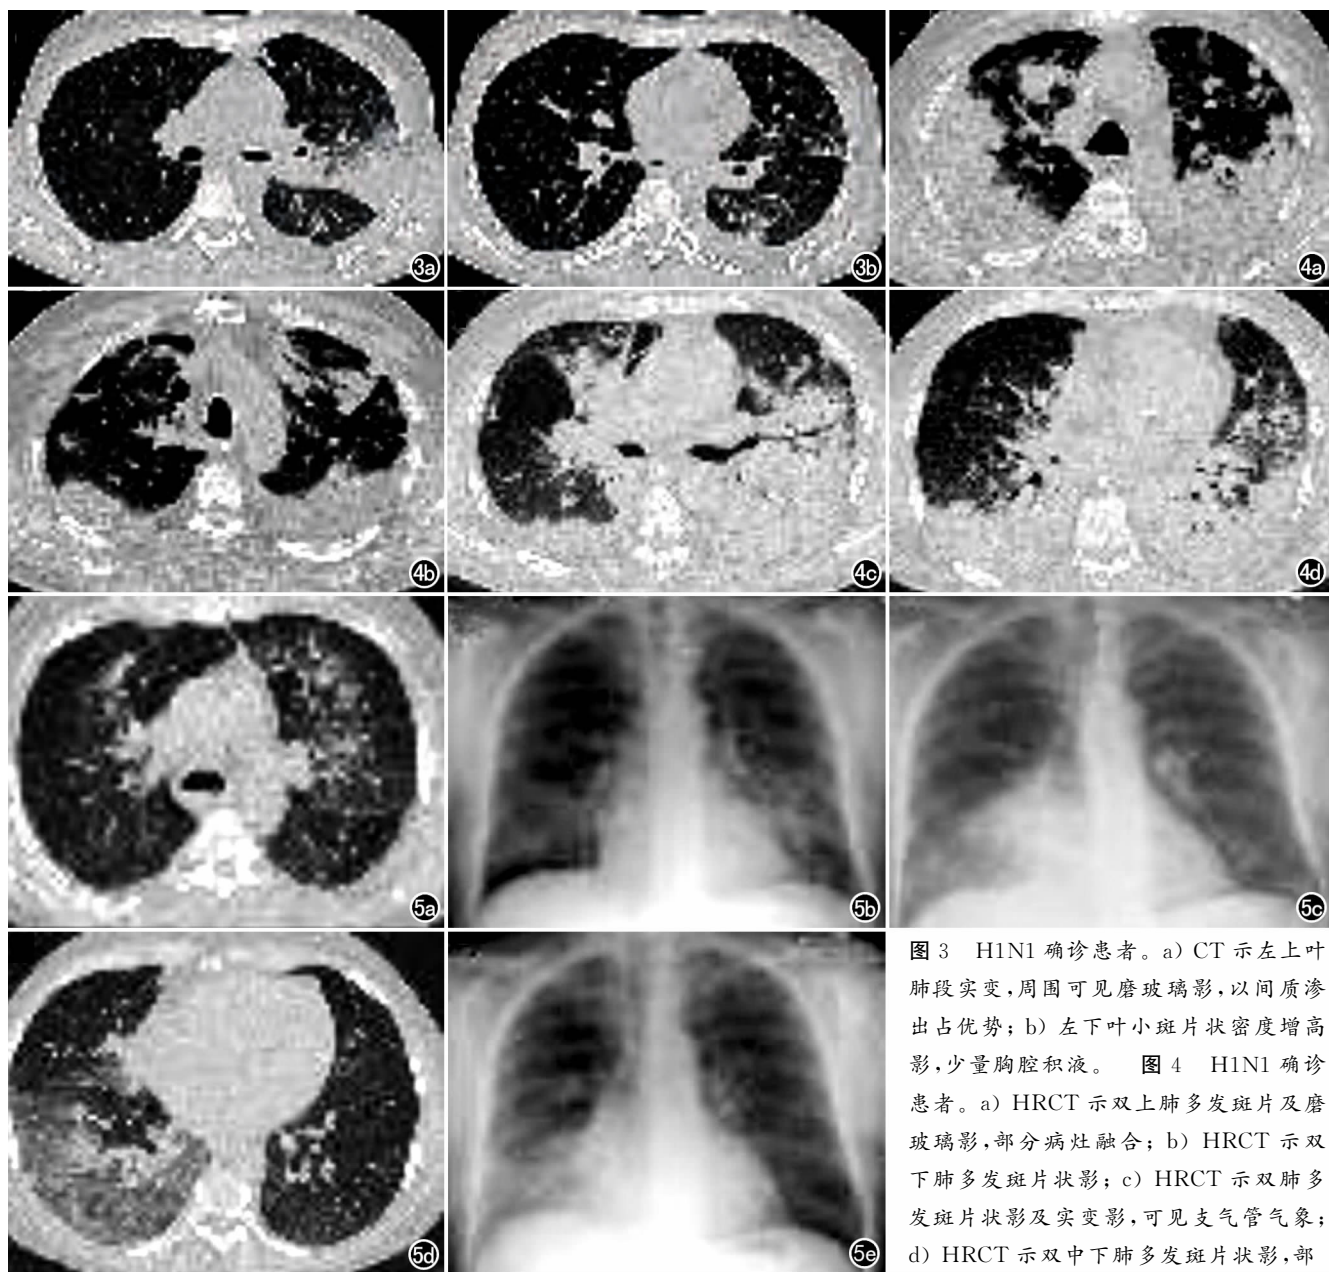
H1N1 确诊患者。a) CT 示左上叶肺段实变,周围可见磨玻璃影,以间质渗出占优势;b) 左下叶小斑片状密度增高影,少量胸腔积液。图 4 H1N1 确诊患者。a) HRCT 示双上肺多发斑片及磨玻璃影,部分病灶融合;b) HRCT 示双下肺多发斑片状影;c) HRCT 示双肺多发斑片状影及实变影,可见支气管气象;d) HRCT 示双中下肺多发斑片状影,部
